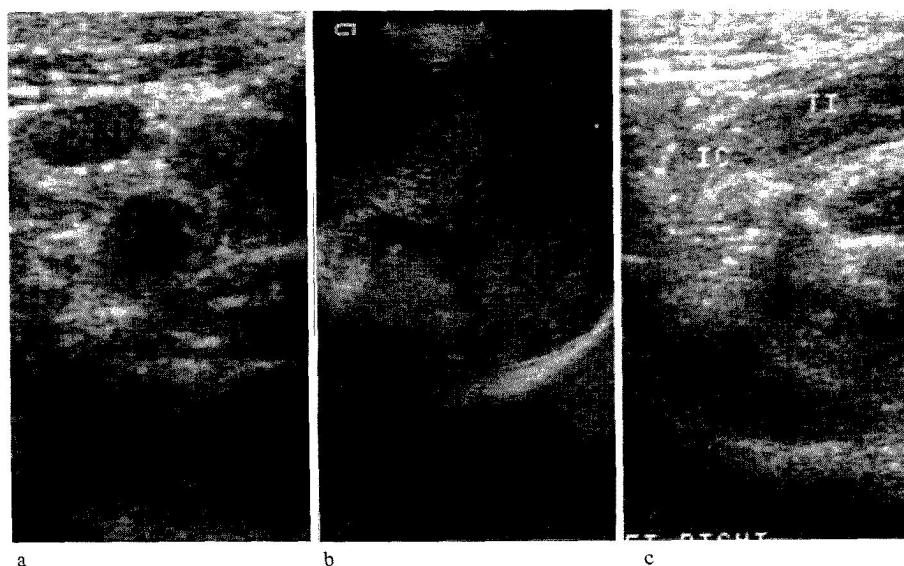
Abdominal ultrasonography of patient with typhoid fever.
